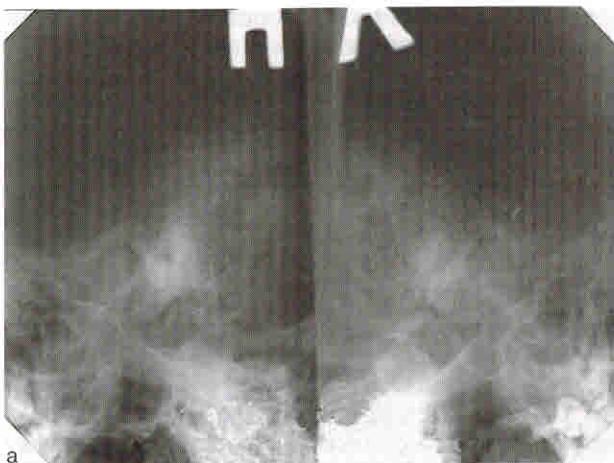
Рентгенограммы височных костей больной Н. (Укладки: а — по Шуллеру, б — по Майеру).
